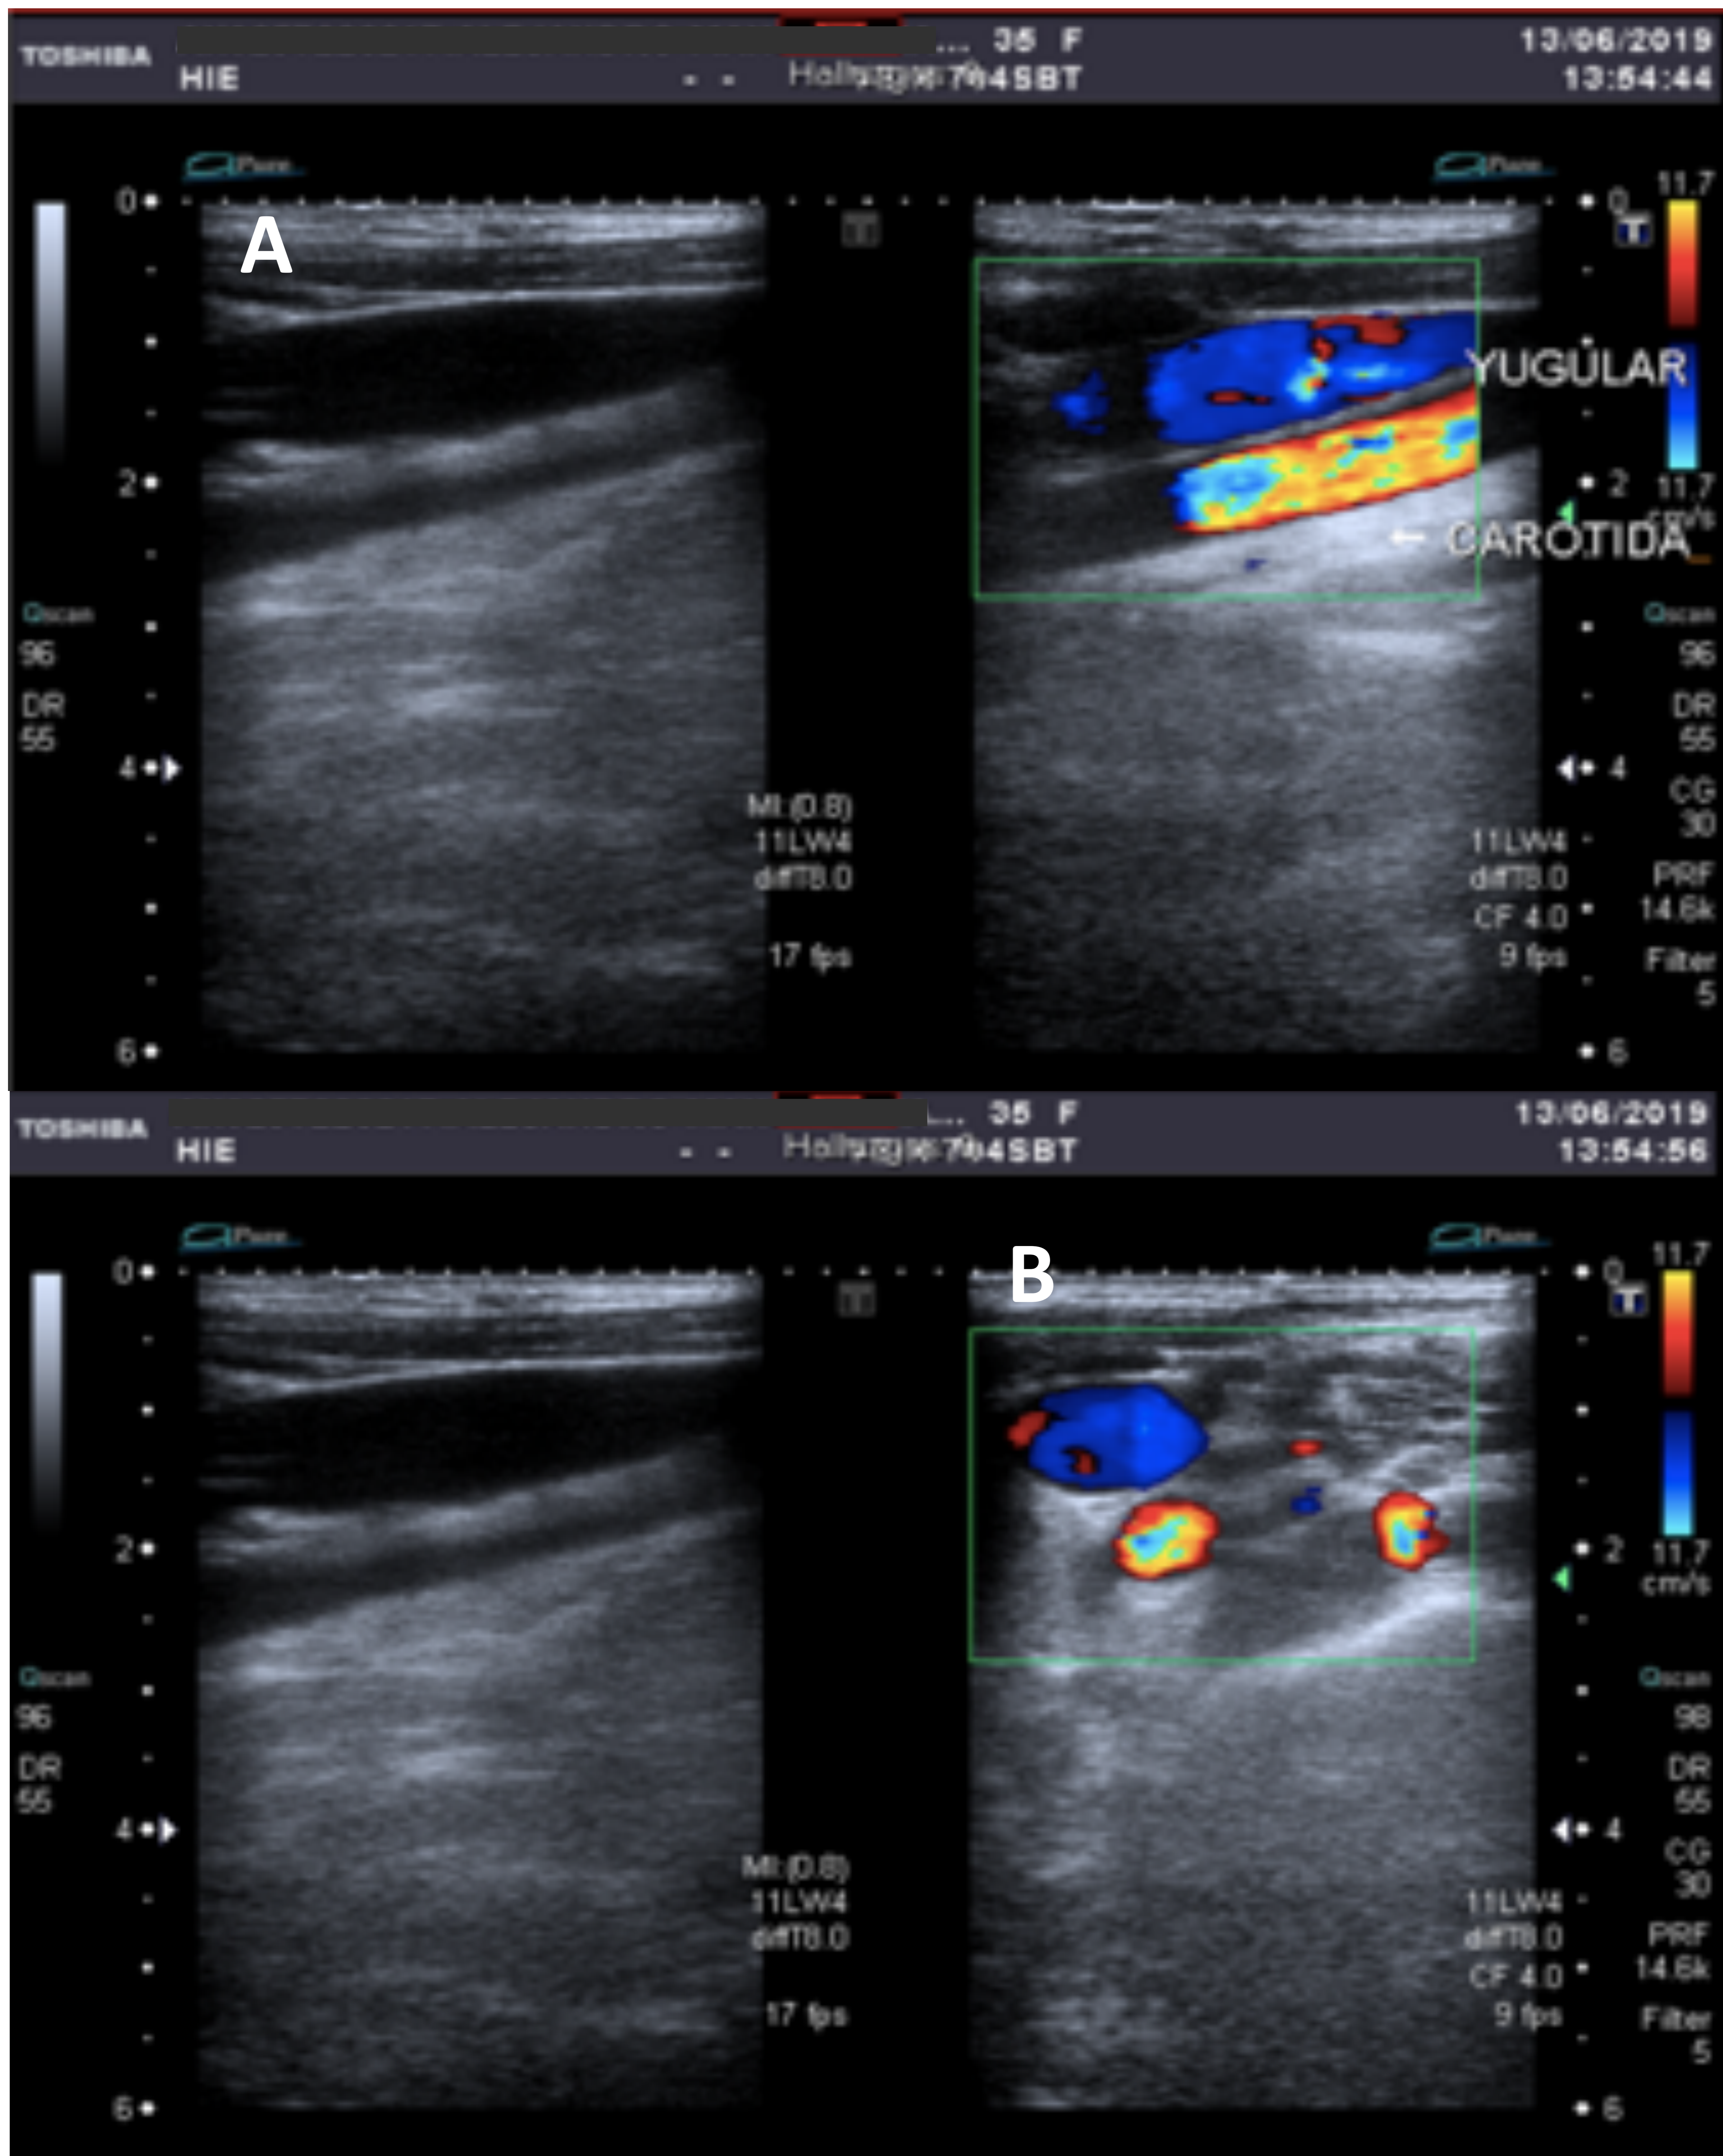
Ecografía Doppler venosa de la VVI izquierda en modo B y Doppler color. A) Corte longitudinal donde se aprecia que la luz venosa es de calibre normal situada superficial a la arteria y que presenta relleno adecuado con el modo Doppler color. B) Mismos hallazgos en corte axial.
